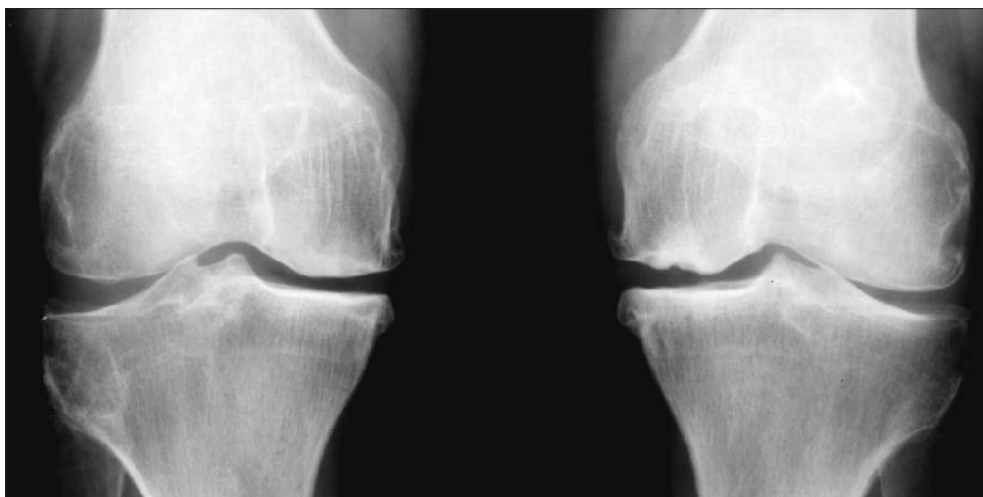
Рентгенограмма коленных суставов. Артроз, стадия 3. Неравномерное умеренное сужение суставных щелей суставов в медиальных отделах. Крупные остеофиты на медиальных углах суставных поверхностей бедренных и большеберцовых костей. Умеренный субхондральный остеосклероз медиальных мыщелков костей. Деформация суставной поверхности медиального мыщелка правой бедренной кости
